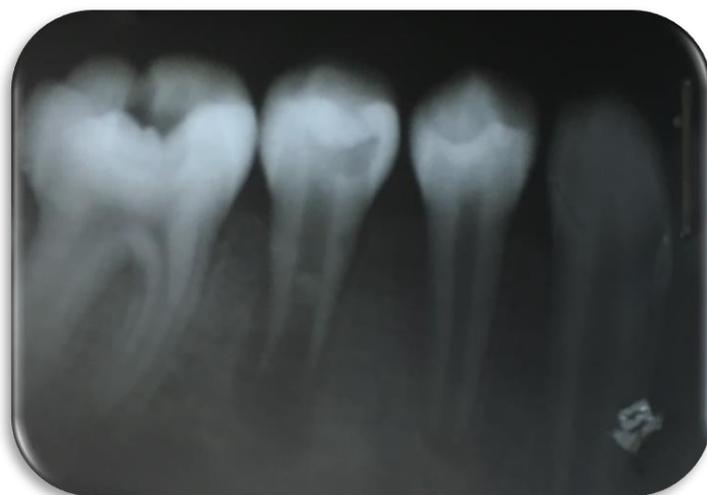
Radiografía control 15 días
